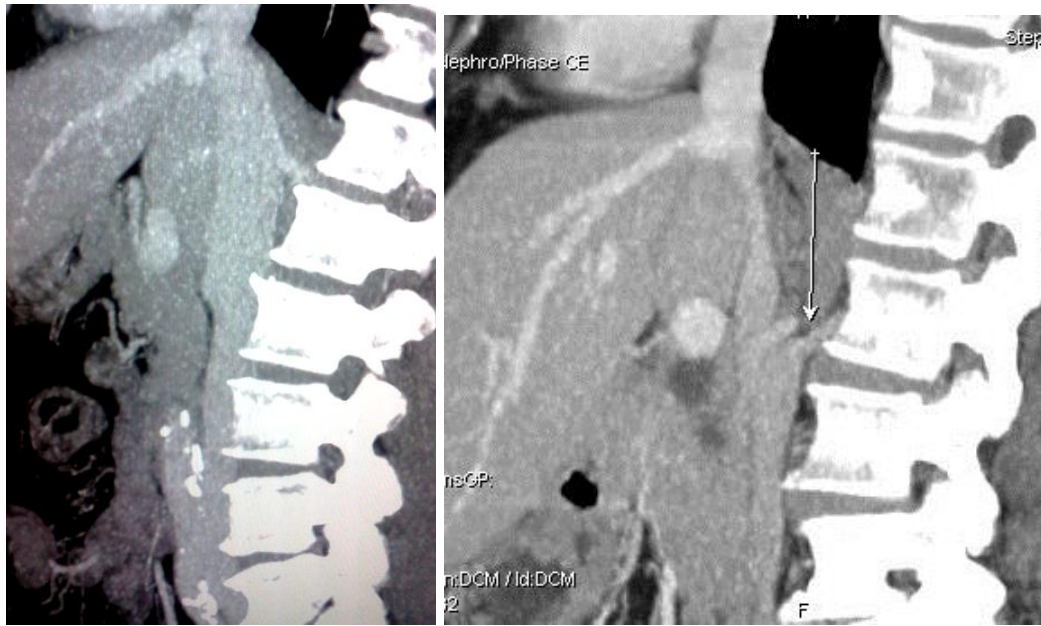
МСКТ нижньої порожнистої вени : а, б) сагітальні реконструкції. Візуалізується велика варіантна вена, яка дрениується в ретропечінковий відділ НПВ
